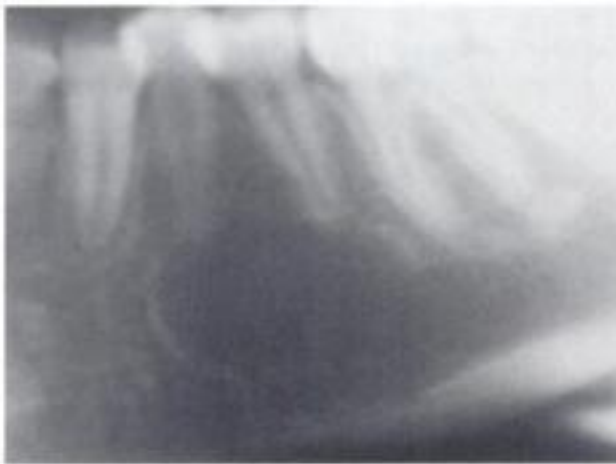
Radiografía que muestra un quiste óseo solitario en el cuerpo mandibular.
